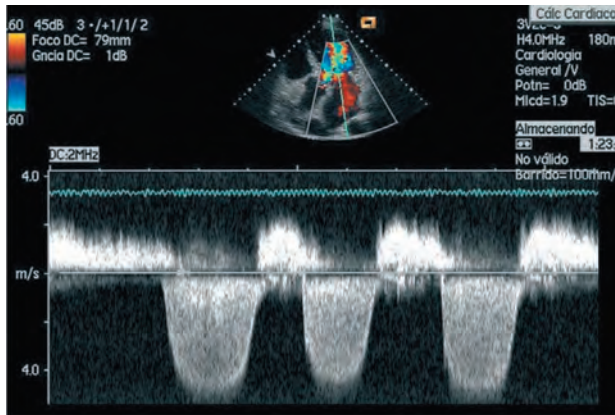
a) Doppler continuo IM holosistólica
